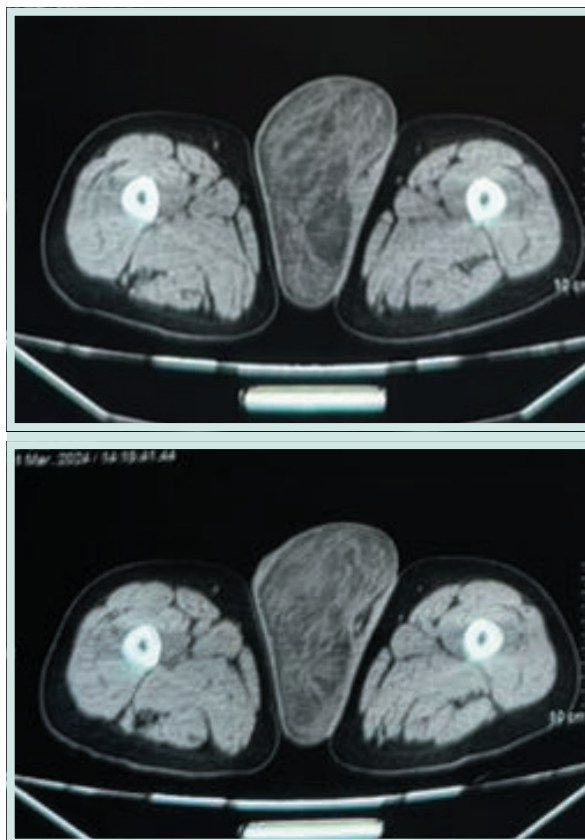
TAC de abdomen y pelvis contrastada
